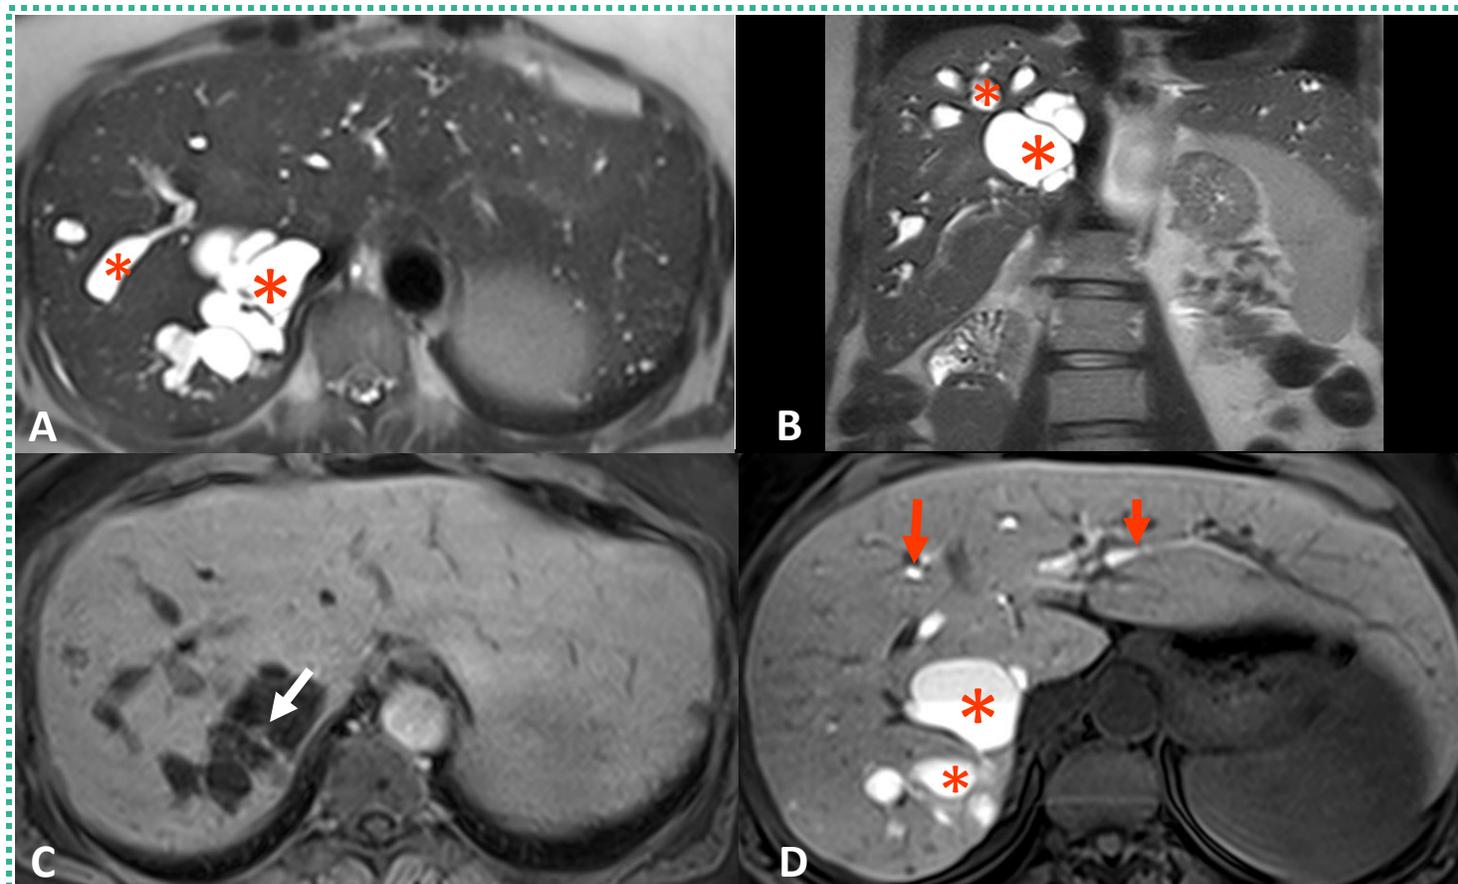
RM com contraste hepatobiliar – Doença de Caroli.
